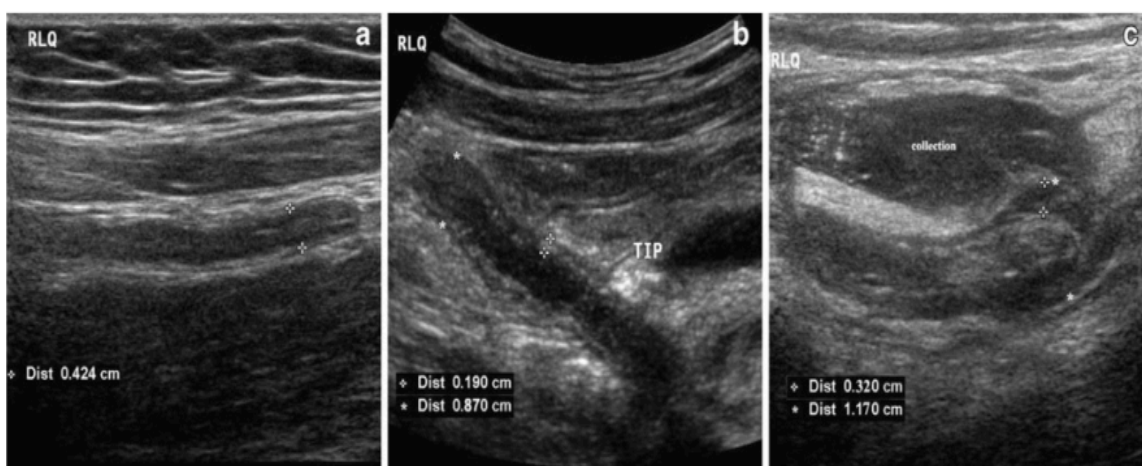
coupes longitudinales échographiques d'un appendice, normal (a), inflammatoire avec épaissement de paroi et infiltration péri-appendiculaire (b) et perforé avec collection liquidienne péri-appendiculaire (c)
